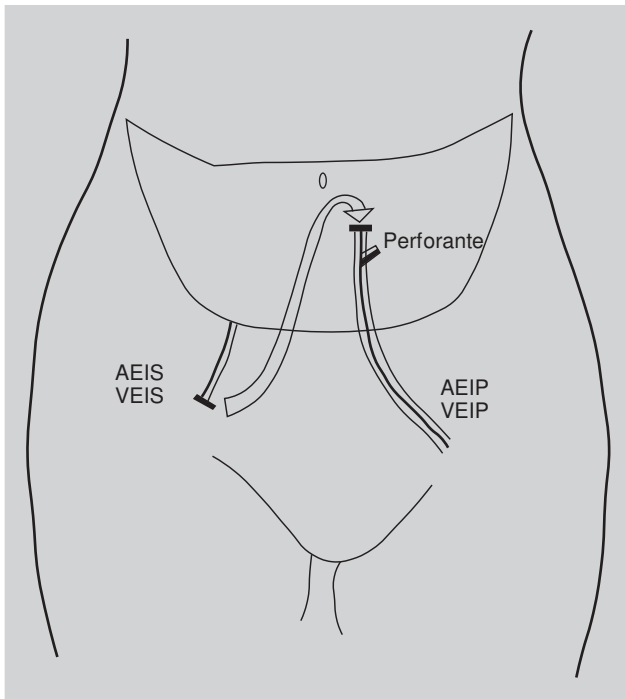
Diseño preoperatorio. Se muestra el colgajo abdominal de 39 × 12 cm y la perforante previamente seleccionada por angiotomografía computarizada (flecha).
